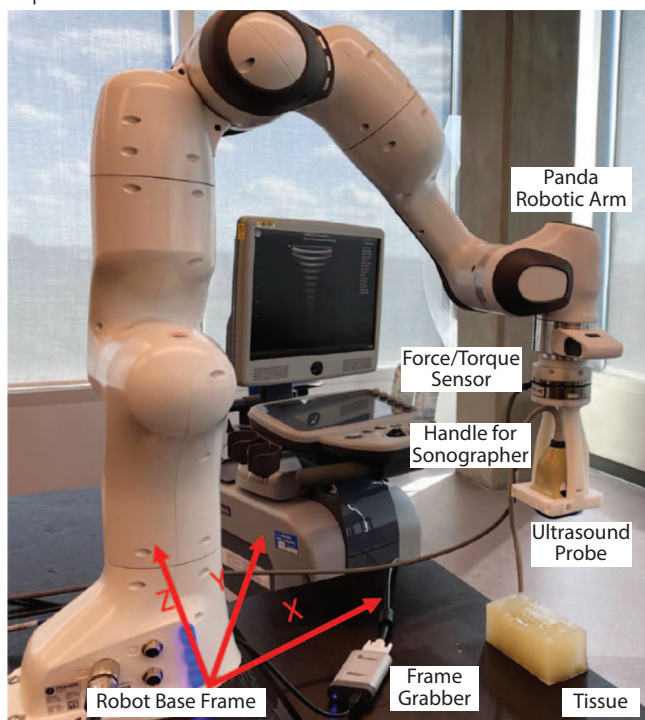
Роботическая ультразвуковая система Panda. Panda robotic arm – роботическая рука Panda. Force/torque sensor - датчик силомоментного очувствления. Handle for sonographer – место для датчика УЗИ. Ultrasound probe – датчик УЗИ. Tissue – ткань. Frame grabber – плата видеозахвата. Robot Base frame – опорная рама робота [18]
